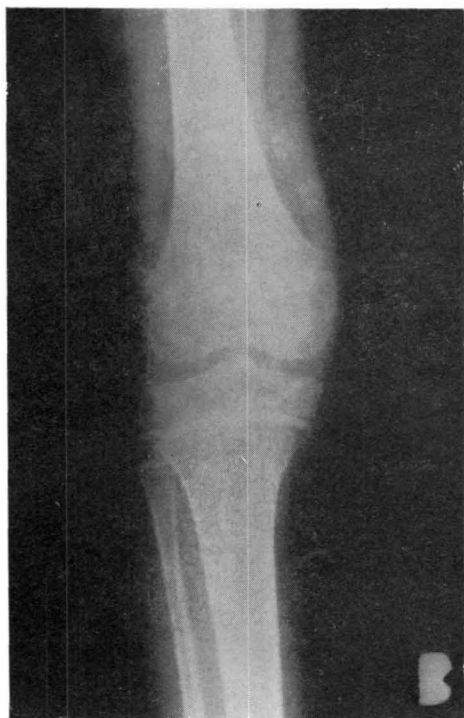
A. — Caso 1. Radiografía final en extensión.
